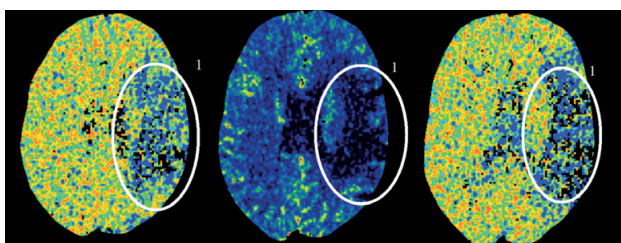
Перфузионное исследование во время мультиспиральной компьютерной томографии: 1 — зона гипоперфузии
